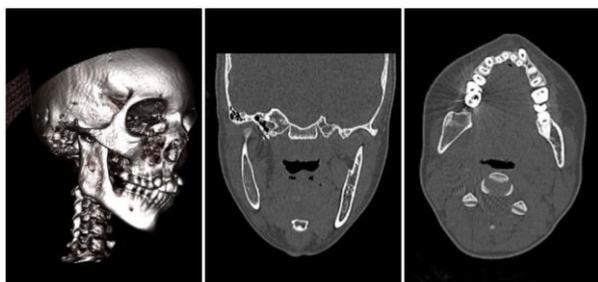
Tomografia computadorizada pós-operatória, reconstrução volumétrica, secções coronal e axial. Evidenciando formação óssea local e ausência de recidiva.
